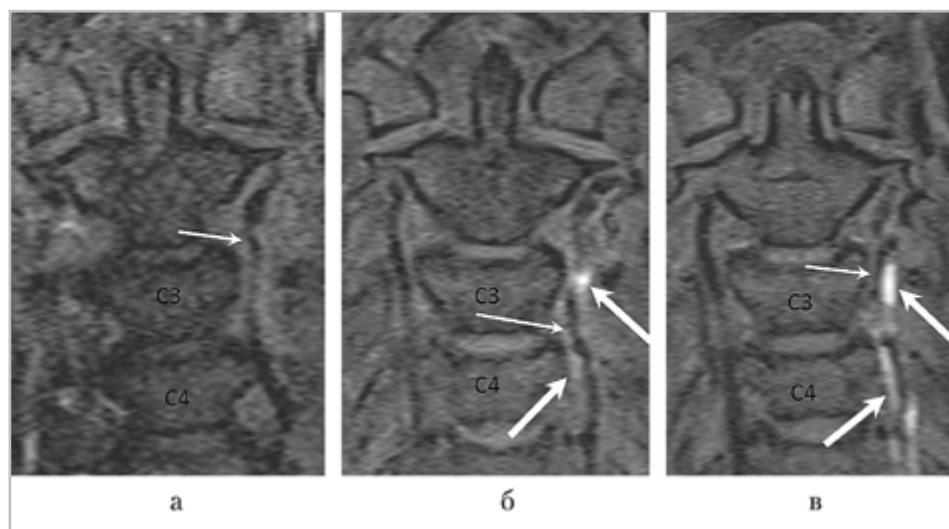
МРТ в режиме T1 f/s ВИ, коронарная проекция: *а* — 1-е сутки от момента возникновения клинической симптоматики диссекции. Патологических изменений интенсивности МР-сигнала от стенки левой ПА не выявляется, просвет артерии неравномерно сужен (*стрелка*); *б* — 3-и сутки от момента возникновения клинической симптоматики диссекции. Слабо неоднородно повышена интенсивность МР-сигнала от стенки левой ПА на уровне С3–С4 позвонков (*толстые стрелки*), просвет артерии неравномерно сужен (*тонкая стрелка*); *в* — 7-е сутки от момента возникновения клинической симптоматики. Неоднородный гиперинтенсивный сигнал от стенки левой ПА на уровне С3–С5 позвонков (*толстые стрелки*), просвет артерии неравномерно сужен (*тонкая стрелка*)
